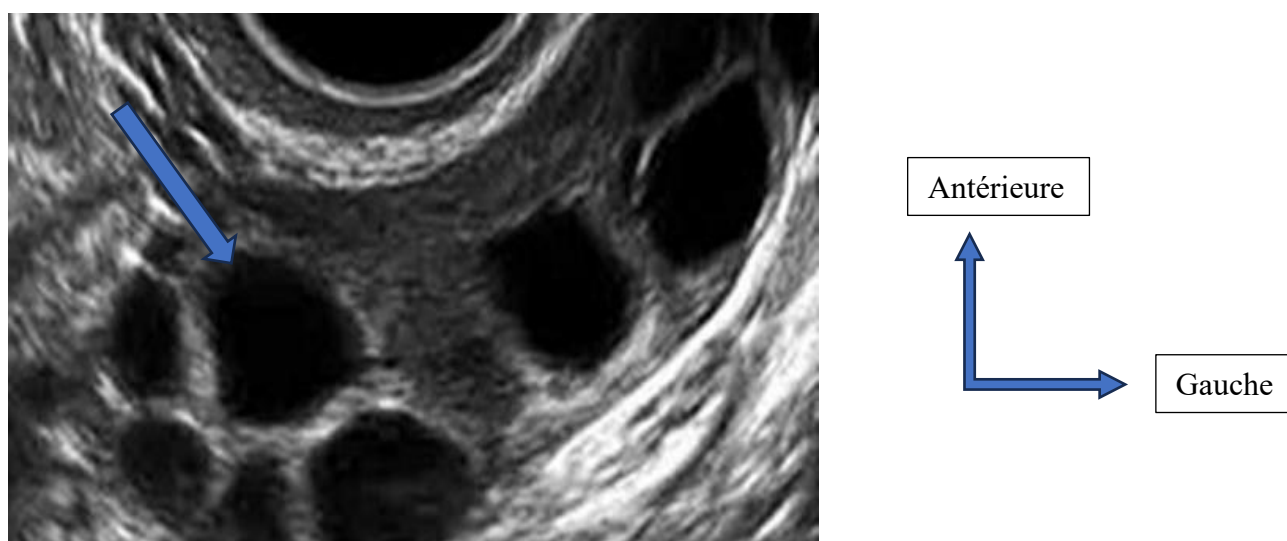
échographie endovaginale réalisée au neuvième jour du cycle menstruel, en coupe longitudinale, objectivant des follicules de diamètre supérieur à 10 mm.
